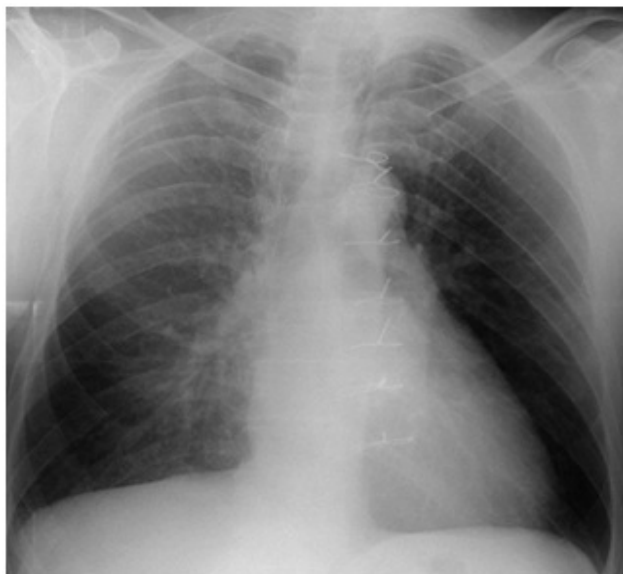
Telerradiografia de tórax PA às 12 horas de epicrise.
